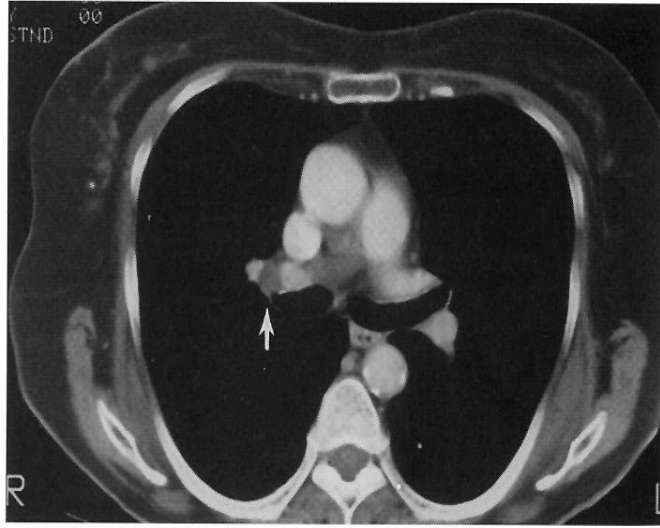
CT TORACIC (FEREASTRĂ DE MEDIASTIN): N1 (GANGLIONI HILARI HOMOLATERALI)
